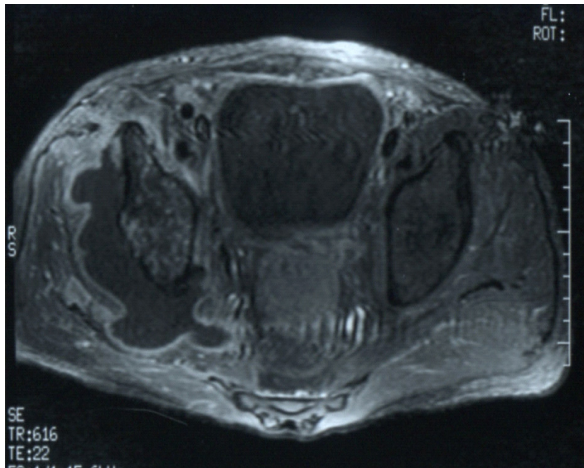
MRI shows low signal intensity in right thigh mass in T1WI.
